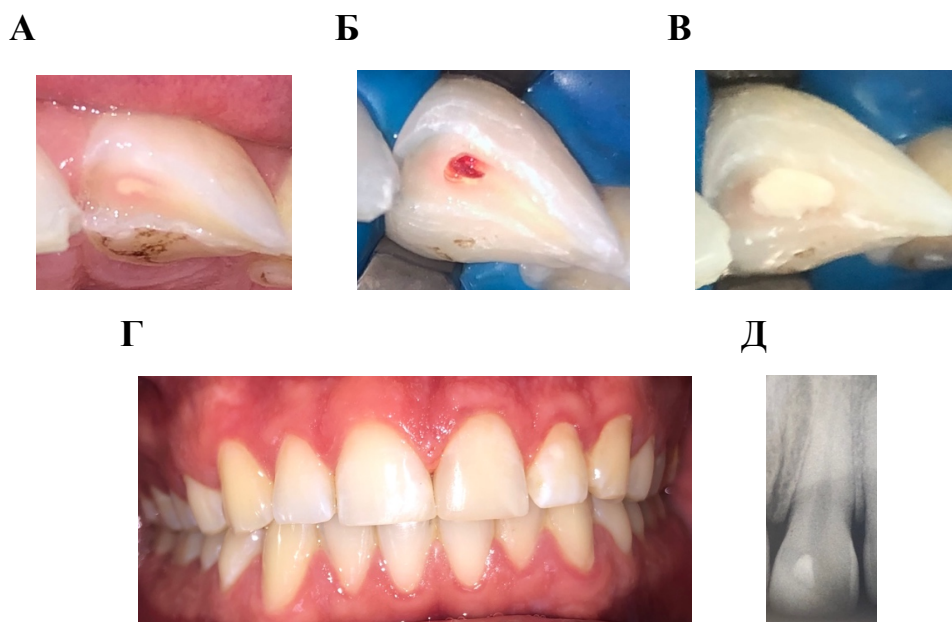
Фото та прицільна рентгенографія часткової пульпотомії за Цвеком та прямої композитної реставрації коронки постійного різця
